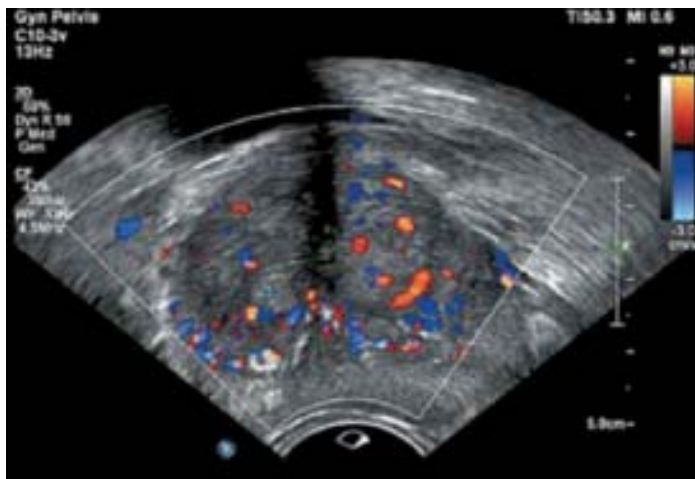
ТРУЗИ простаты в триплексном режиме больного 57 лет до лечения.
